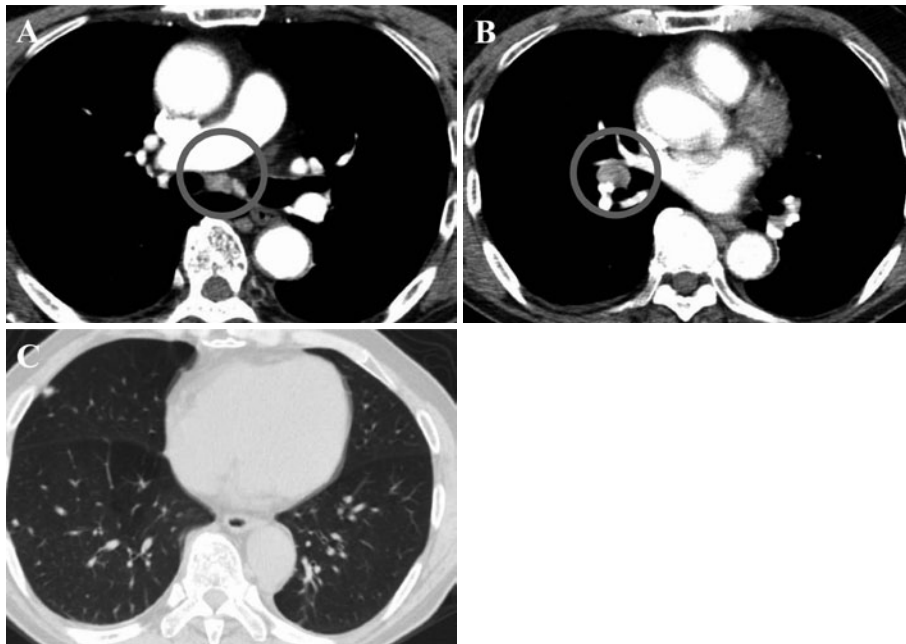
Chest-abdominal CT-scanning showed mediastinal and right hilar lymph node angiopathy (A, B) and multiple pulmonary nodular shadows (C).
